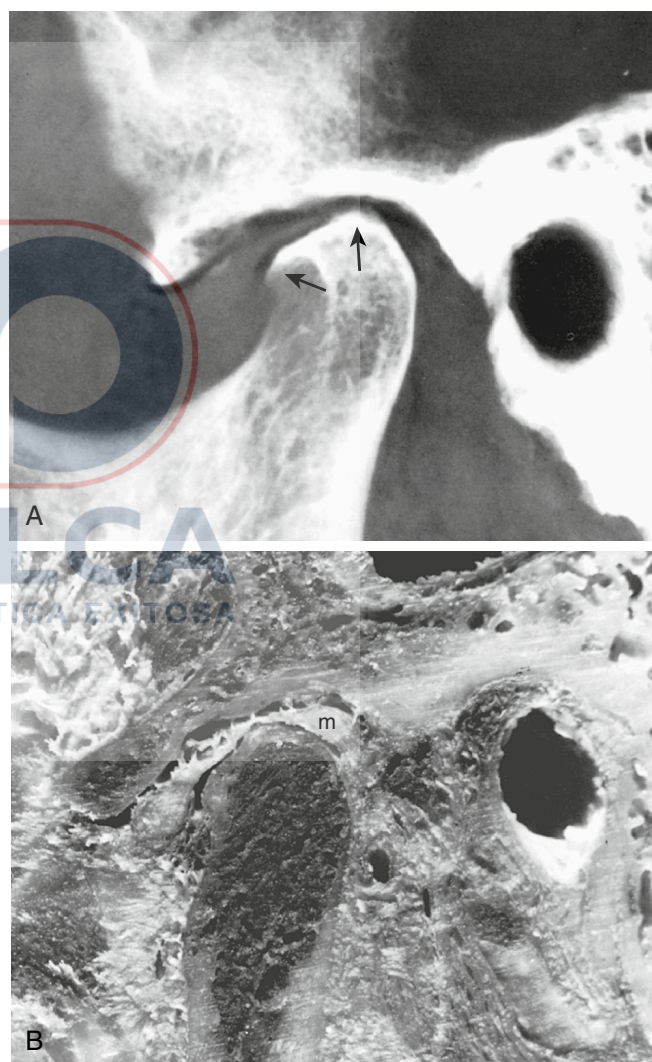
Osteoartritis comparada en una radiografía de muestra (A) y una fotografía (B) de una muestra seccionada sagitalmente. El espacio articular es estrecho y el disco está dislocado anteriormente, con adelgazamiento y deterioro de la zona de unión posterior del menisco (*m*) o zona bilaminar. La corteza de la cabeza del cóndilo está engrosada, con pequeños osteófitos (*flechas*). La fosa mandibular está esclerótica y remodelada, y solo se ve una concavidad poco profunda donde una vez se encontraba una eminencia articular. (From Resnick D: *Diagnosis of bone and joint disorders*, ed 4, Philadelphia, 2002, Saunders).
